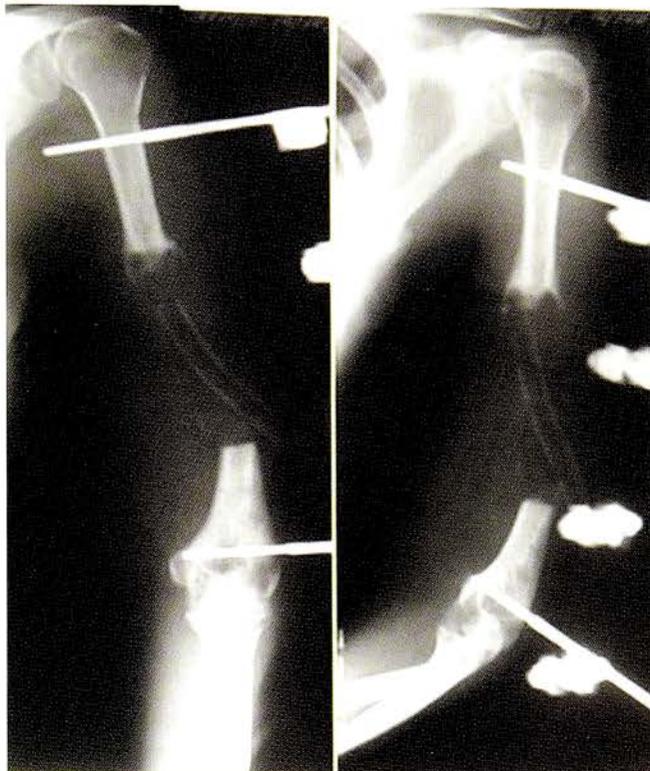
Рентгенограммы пациентки И. после удаления цементного спейсера.
